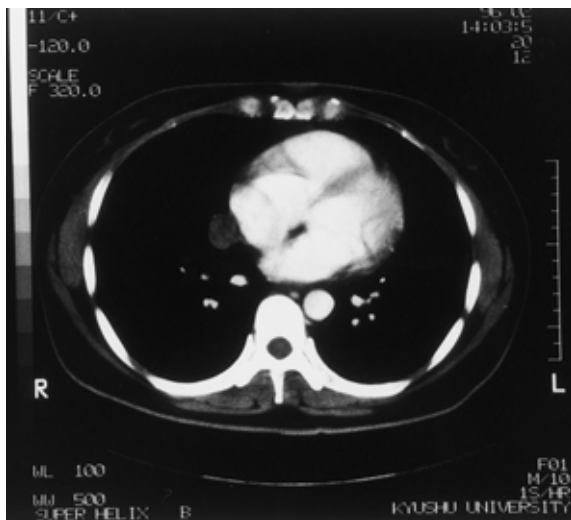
Computed tomograms of the chest using a contrast agent show a well-circumscribed spherical nodule of low attenuation adjoining the right atrium in the right lower lobe.
